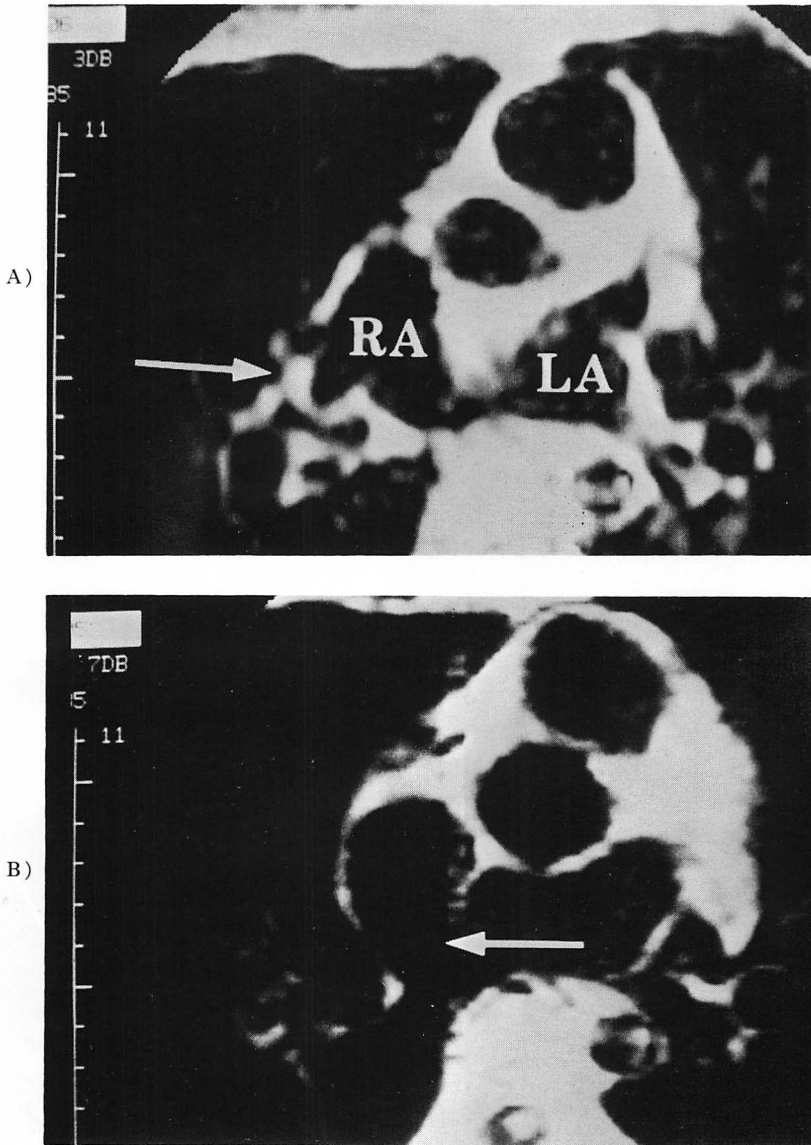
MR images in a case with atrial septal defect (Case 8).
